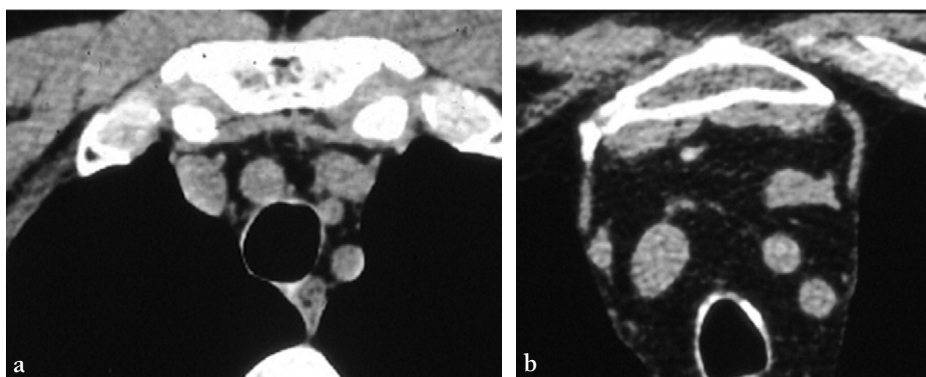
Coupes TDM axiales de 5 mm en fenêtre médiastinale sans injection de produit de contraste à hauteur des articulations sternoclaviculaires.
